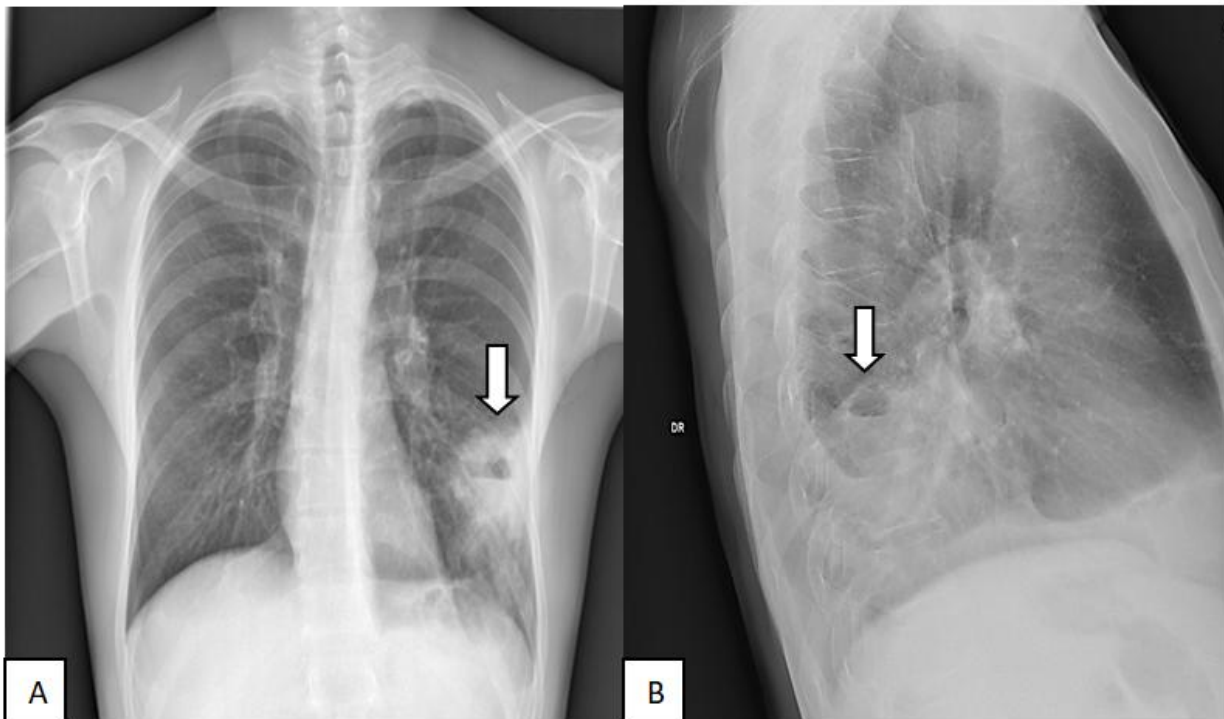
A – pacient în vârstă de 65 de ani, radiografie toracică în incidență postero-anterioară – imagine cavitară cu perete gros și nivel orizontal hidro-aeric (săgeată) proiectată bazal stânga; B – pacient în vârstă de 60 de ani, radiografie toracică în incidență laterală – opacitate cu nivel hidro-aeric proiectată la nivelul regiunii apicale a lobului inferior drept.
